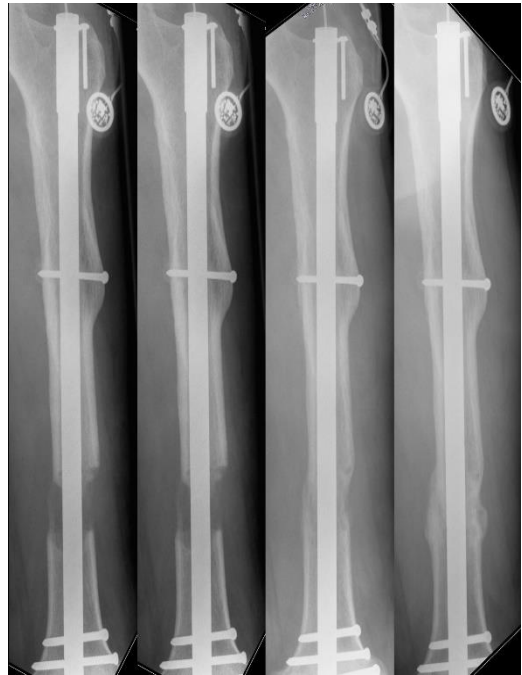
Komplettes Röntgen-Follow-Up
